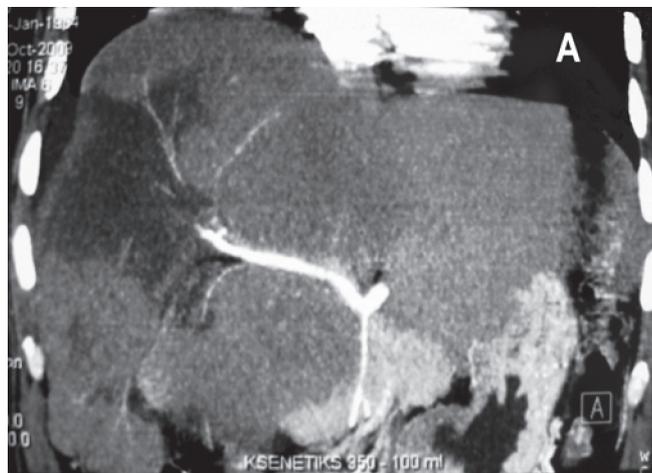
Гепатоцеллюлярный рак правой доли печени у пациента с хроническим вирусным гепатитом В: А – компьютерная томограмма; Б – интраоперационная фотография, вид до резекции печени; В – интраоперационная фотография, вид после расширенной правосторонней гемигепатэктомии.
